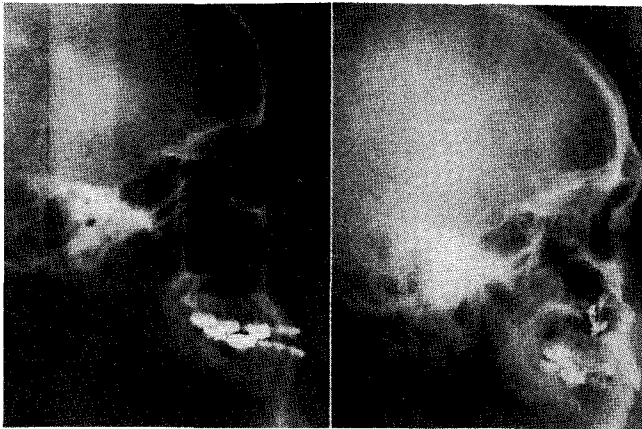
Case 6, Lateral cephalometric radiograph before and after surgical treatment
